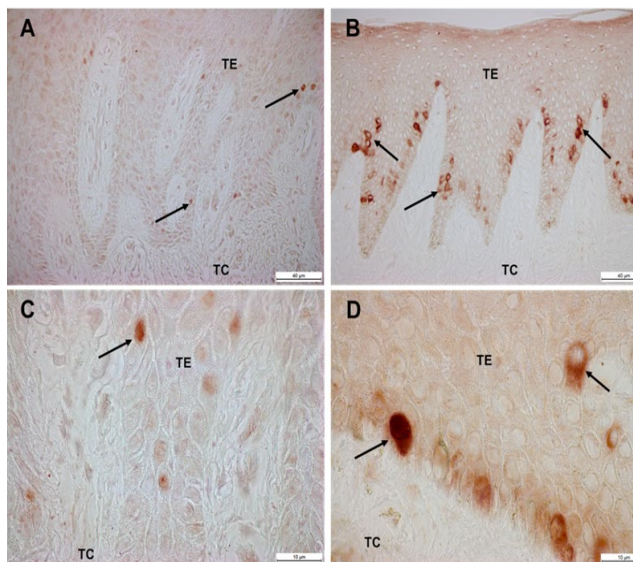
Detección inmunohistoquímica de Ki-67 en tejidos gingivales de individuos sanos (A,C) y tinción de Ki-67 en pacientes con agrandamiento gingival por ortodoncia (B,D). TE: tejido epitelial; TC: tejido conectivo. Barra negra: 40 μ m (A,B) y 10 μ m (C,D).
